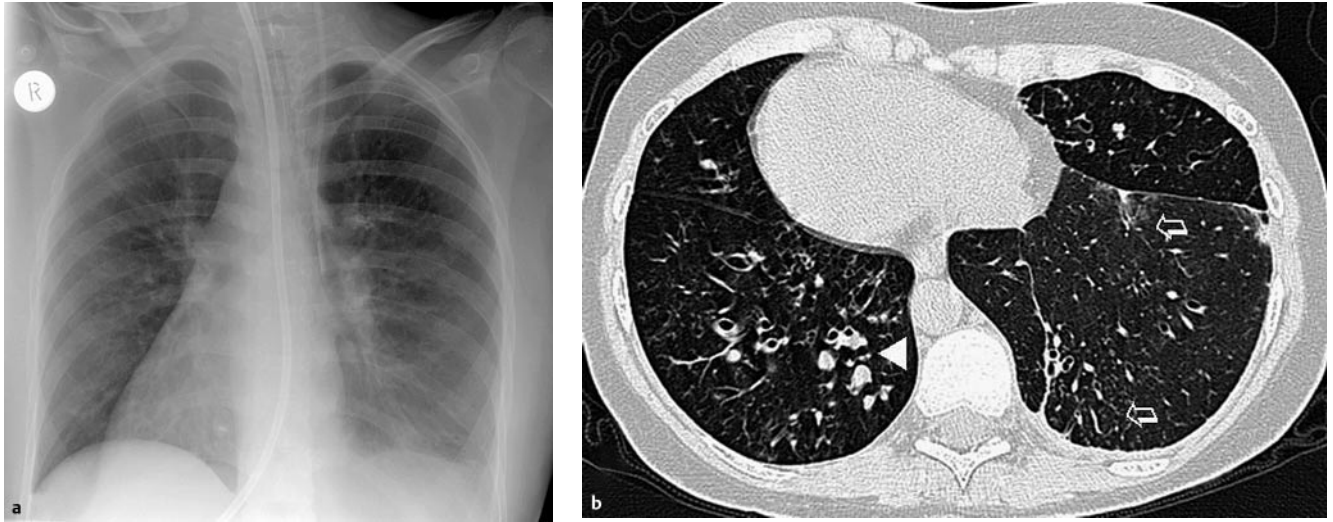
Junge Patientin mit Kartagener-Syndrom und Pneumonie im linken Unterlappen. a Röntgenaufnahme mit Situs inversus totalis, auch die Magensonde zieht nach rechts. Flaes Infiltrat links basal mit unscharfem Diaphragma als Korrelat der Pneumonie. b Das korrespondierende CT zeigt typische Bronchiektasen beidseits, zum Teil sekretgefüllt (Pfeilspitze). Flae Infiltrate links (Pfeile).
